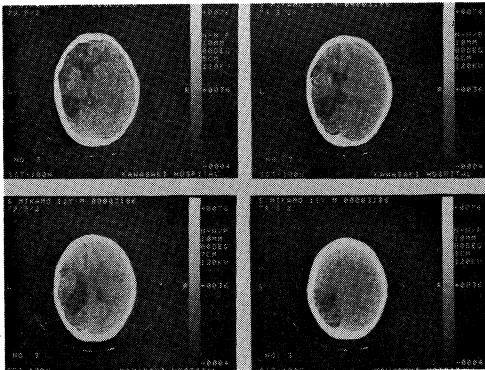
Case 1. CT showing marked dilatation of the lateral ventricle and extensive cortical atrophy in the left cerebral hemisphere
